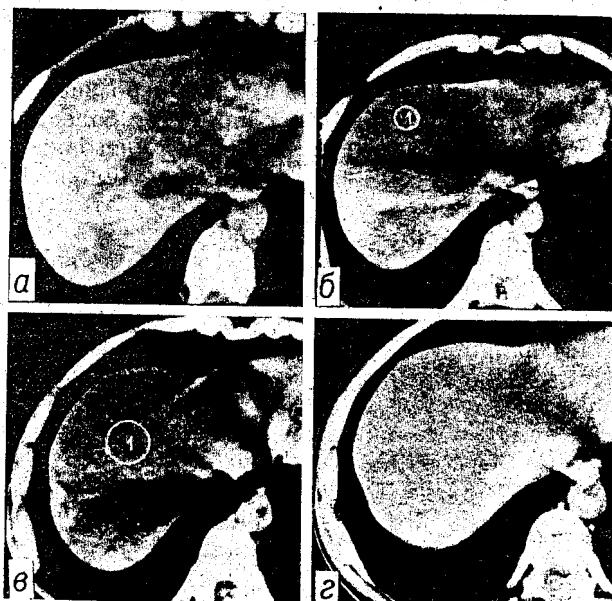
Динамическая КТ зоны печени в различные сроки после химиоэмболизации печеночной артерии той же больной.
